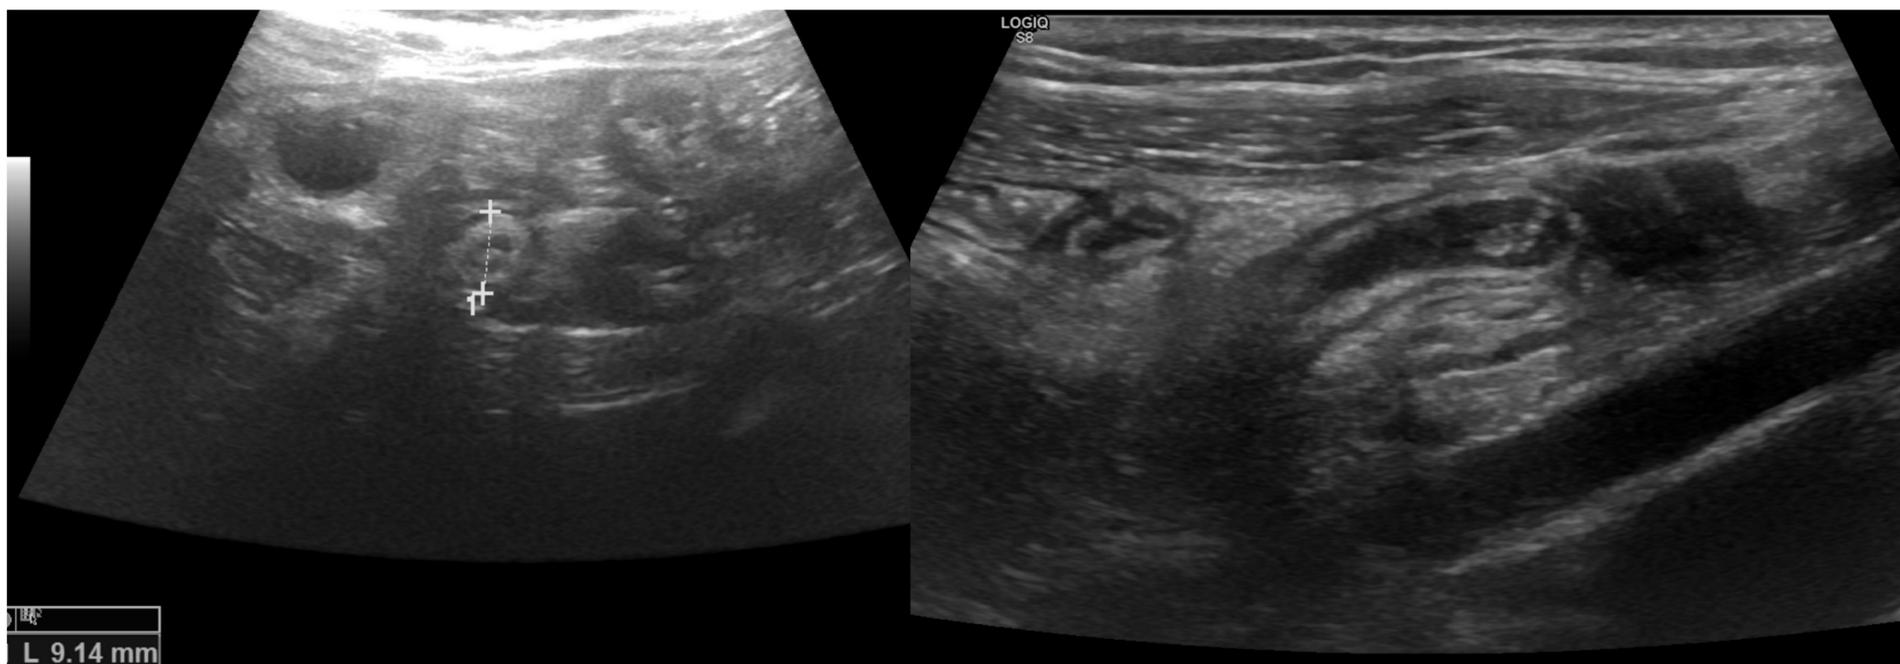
Ecografía abdominal. Imágenes en axial (izquierda) y longitudinal (derecha). En la zona medial de la FID se aprecia imagen tubular que permanece fija durante la exploración, de 9 mm de calibre máximo, con imagen sugestiva de apendicolito en su interior. Asocia hiperecogenicidad de la grasa locorregional en relación con cambios inflamatorios y discreta cantidad de líquido libre en cavidad pélvica, hallazgos compatibles con apendicitis aguda.
